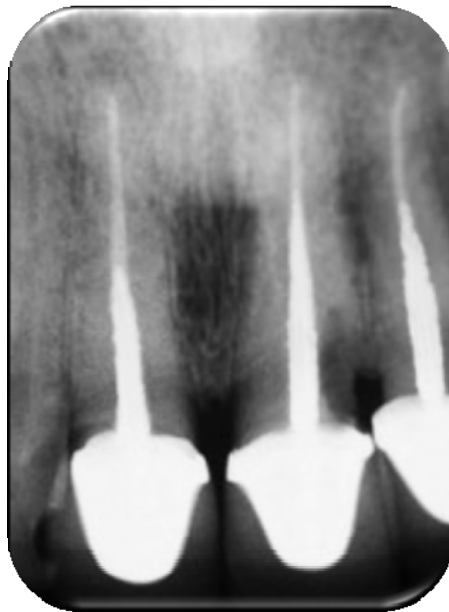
Radiografía con perno-muñón estético, elaborado con el sistema IPS e.max Press. Lavamos el conducto, grabamos el perno y el conducto, silanisamos el perno, colocamos dos aplicaciones de adhesivo al perno y al conducto e introducimos el cemento dual dentro del conducto para ser fotopolimerizado por 60 seg.
